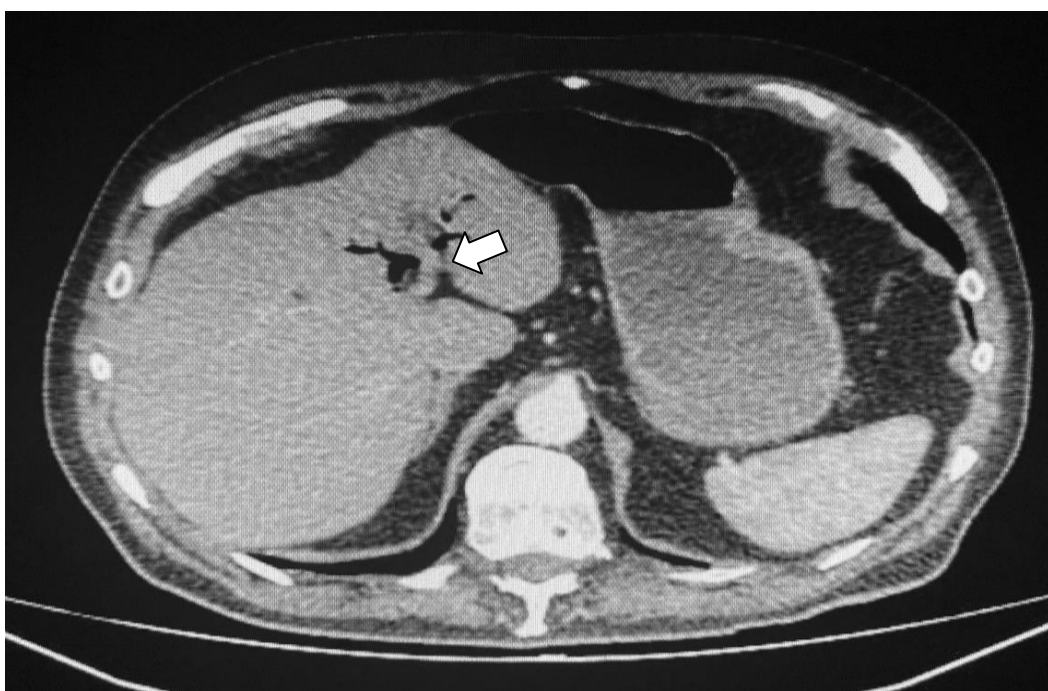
Tomografia computadorizada com contraste demonstrando aerobiliar (seta em branco).
